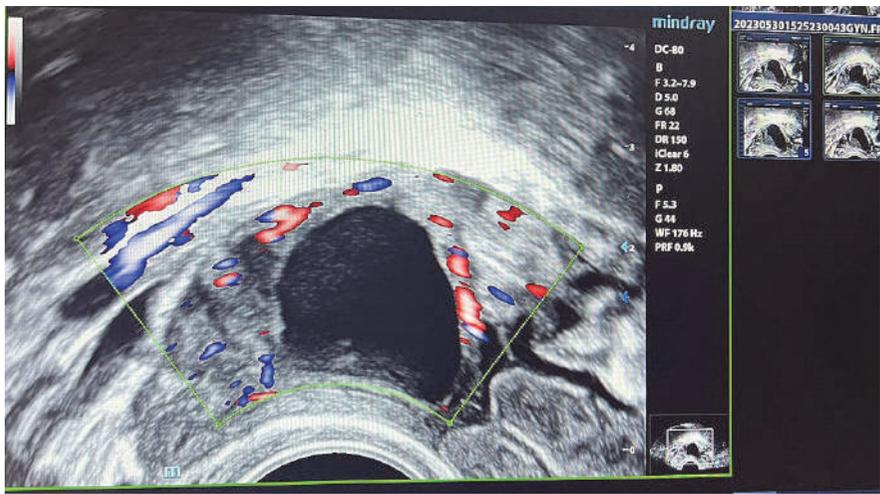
УЗИ органов малого таза. Пациентка, 30 лет, 5-й день менструального цикла. Эндометриома (образование яичника с гомогенной эхопозитивной взвесью в полости, эхогенность «матовое стекло») (фото предоставлено из личного архива д-ра мед. наук, профессора Е.Г. Кобаидзе)
